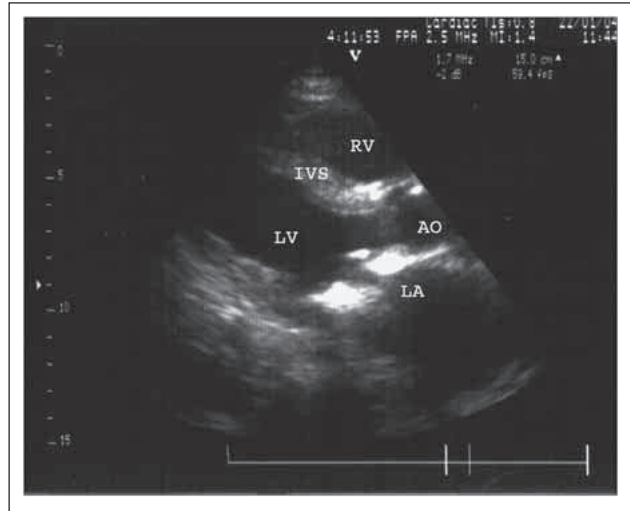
Nach 24 Stunden (Diastole): Minimale thrombotische Auflagerungen in Mitralkappenposition (parasternaler Längsschnitt). LA = linker Vorhof, LV = linker Ventrikel, RV = rechter Ventrikel, IVS = intraventrikuläres Septum, AO = Aorta
